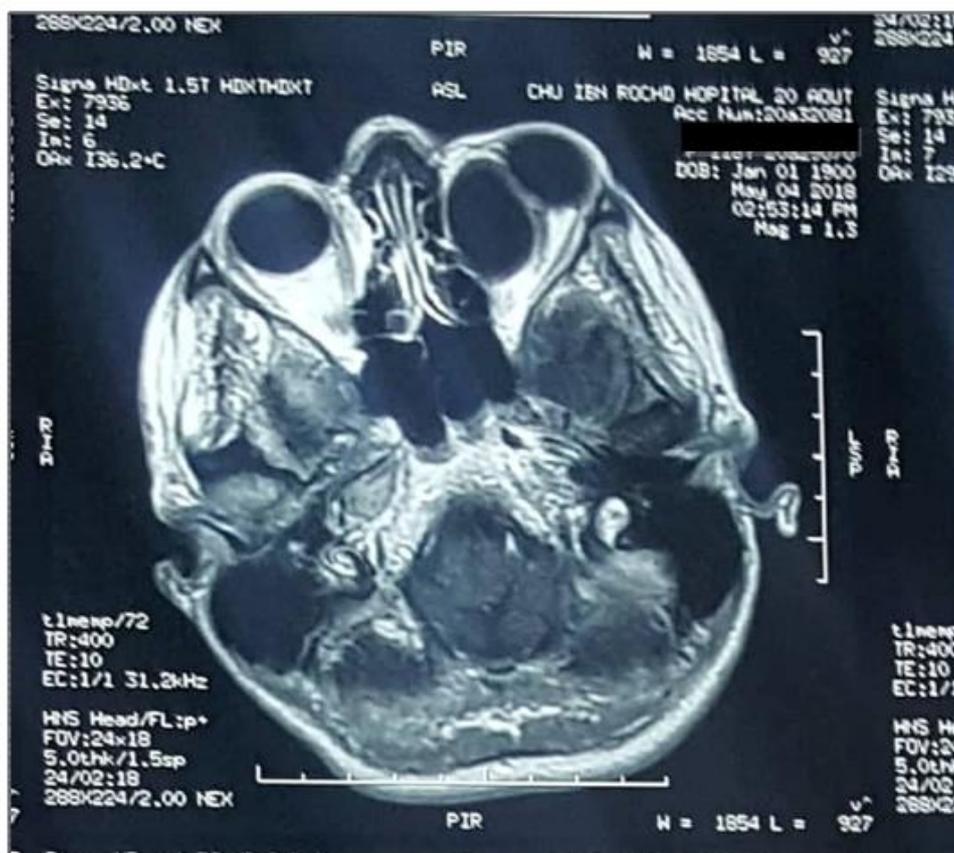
Cliché d'une IRM crânio-orbitaire en coupe transversale montrant une formation grossièrement ovale intra conique gauche, au niveau de l'angle supéro-interne, bien limitée, en hyposignal T1.
